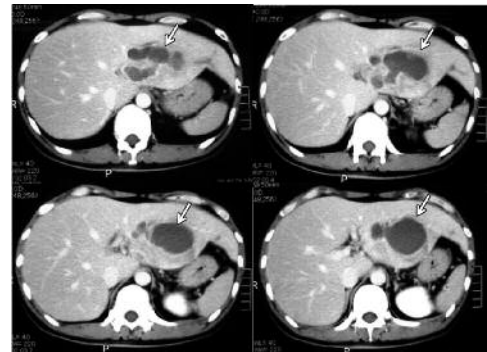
腹部造影CT検査 (入院時) 肝左葉に分葉状, 境界明瞭な最大径70mm大の低吸収域を認めた (矢印). 周囲には造影効果を伴っており, その周りを低吸収帯が取り囲んでいた.
